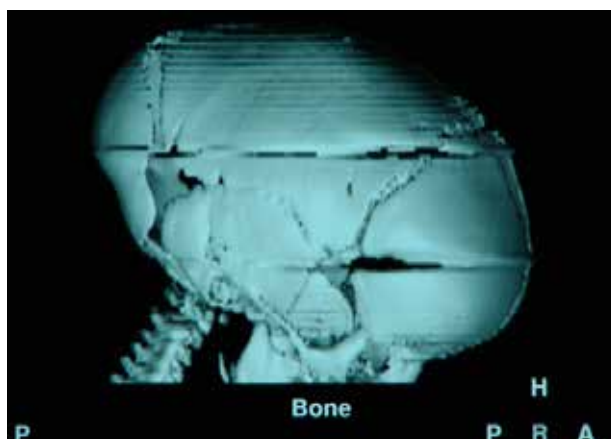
Aspect tomografic cu reconstrucție 3D. Postoperator. Din colecția personală Prof. AV. Ciurea
